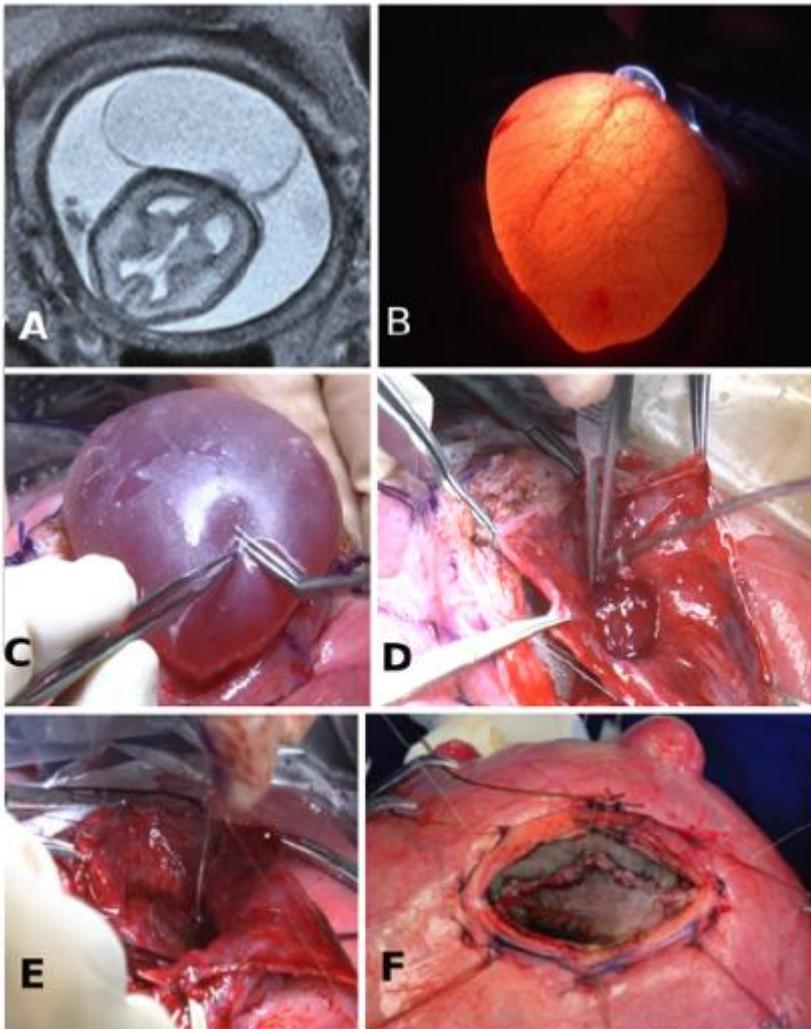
Case 1. Images obtained at 24 weeks and 5 days in a male fetus who was found to have an OE of gestation. A: Fetal axial MR image of the brain showing a large OE and a small brain protrusion. B: Transillumination of the hernial sac, allowing the visualization of vessels in the encephalocele wall. C: Intraoperative exposure of the encephalocele through hysteroscopy. D: Neural tissue manipulation and excision. E: Positioning of the absorbable plate to cover the bone defect. F: Final correction of the skin and a small myoma.
